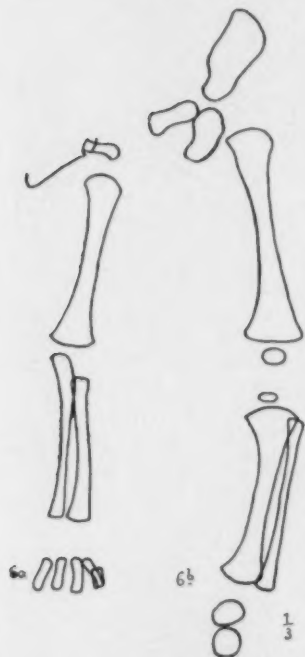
Röntgenbild der gestreckten, dem Film anliegenden oberen und unteren Extremität eines Neugeborenen. Man beachte das Größenverhältnis der Knochen untereinander, das Größenverhältnis zwischen Knochen und Gelenklücken, die Lage der Epiphysenkerne.
